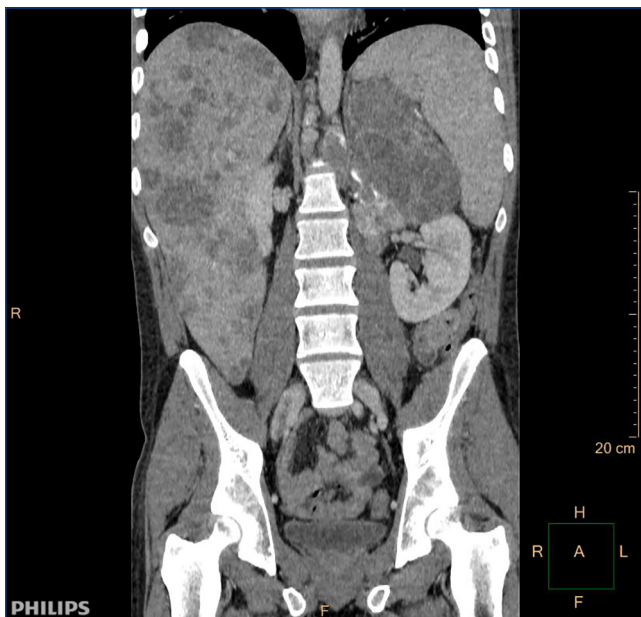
Reconstrucción multiplanar coronal de tomografía computarizada de abdomen con contraste intravenoso (CIV) en fase portal evolutivo donde se identifica hígado tumoral con extensa progresión tumoral metastásica.
